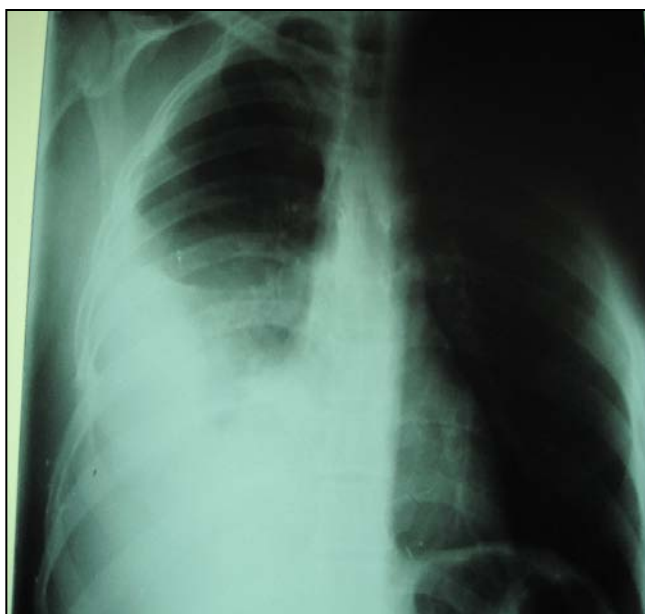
radiographie thoracique de face montrant une pleurésie droite en rapport avec une rupture d'un kyste hydatique pulmonaire dans la plèvre
